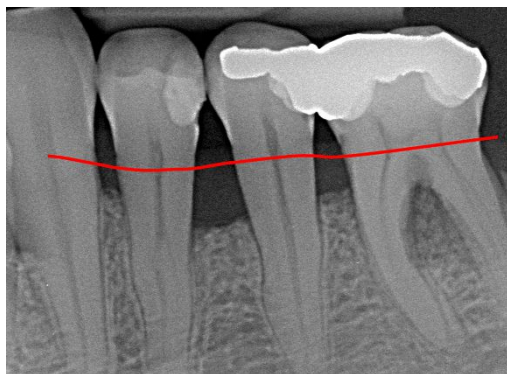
3 Röntgenologische Darstellung des Parodontitis-bedingten Knochenverlusts. Die rote Linie gibt den ursprünglichen Knochenverlauf an.
